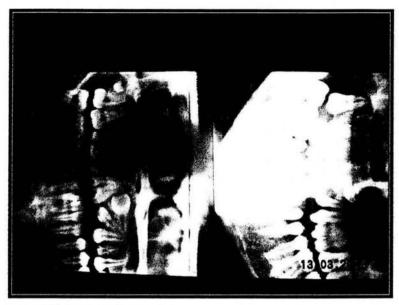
Radiografias seleccionadas.
